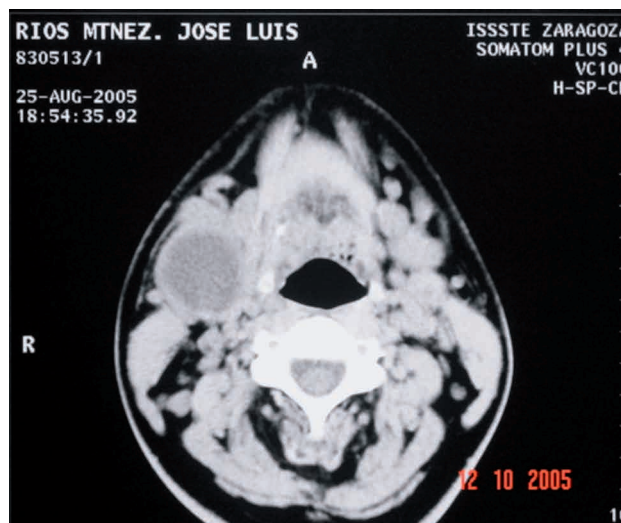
La tomografía nos muestra la zona bien delimitada del quiste y sus estructuras adyacentes.
